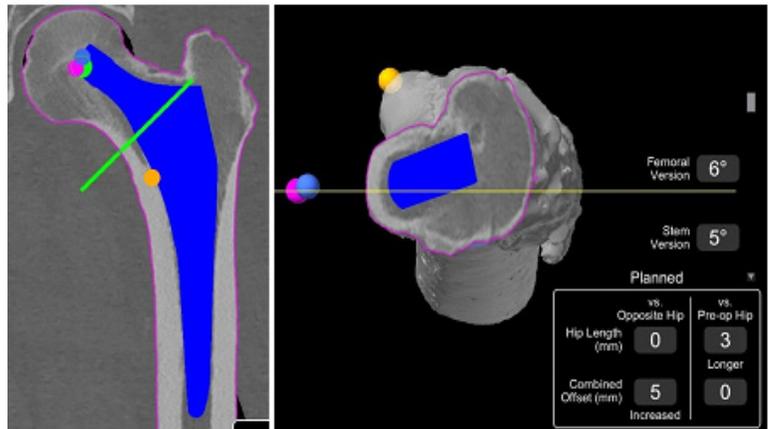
CTビュー（左）において緑色の線で示される計画済み大腿骨頸部切削位置および大腿骨頸部切削ビュー（右）の頸部切除レベルで示される計画済みステム。
